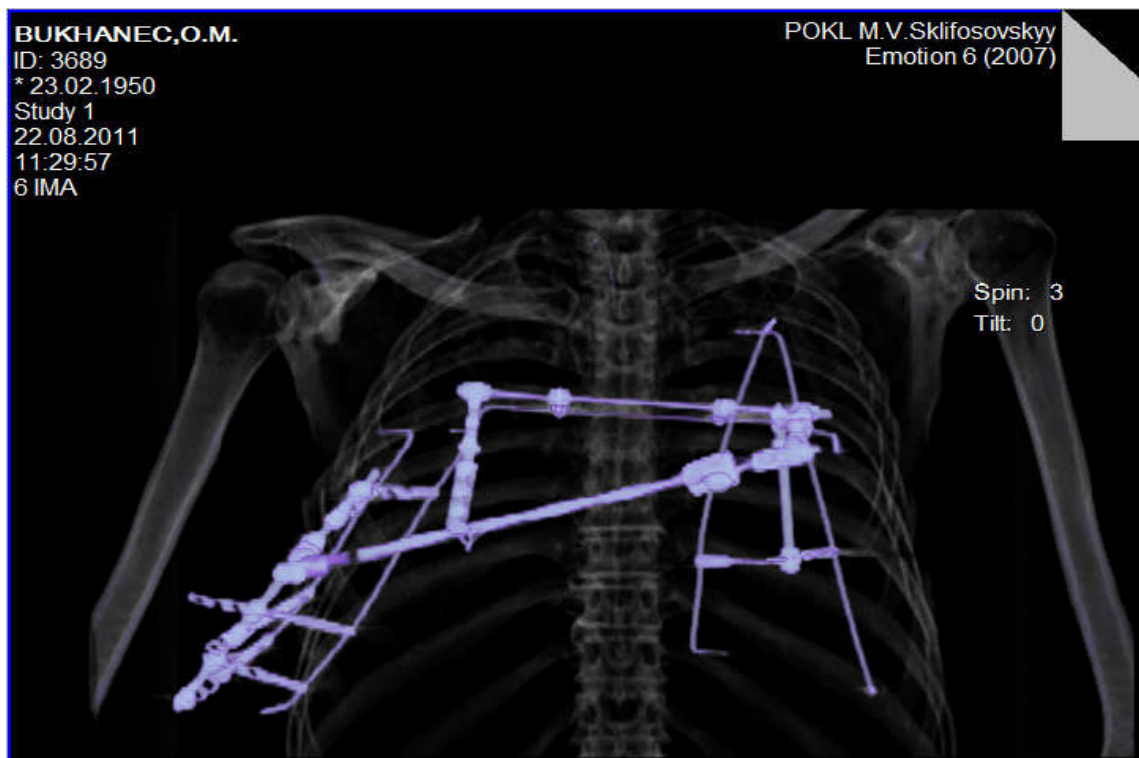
МОС ГРК при центральному груднино-ребровому клапані пацієнта Б.; тривимірна реконструкція комп'ютерної томограми грудної клітки із програмним подавленням артефактів металоконструкції.
